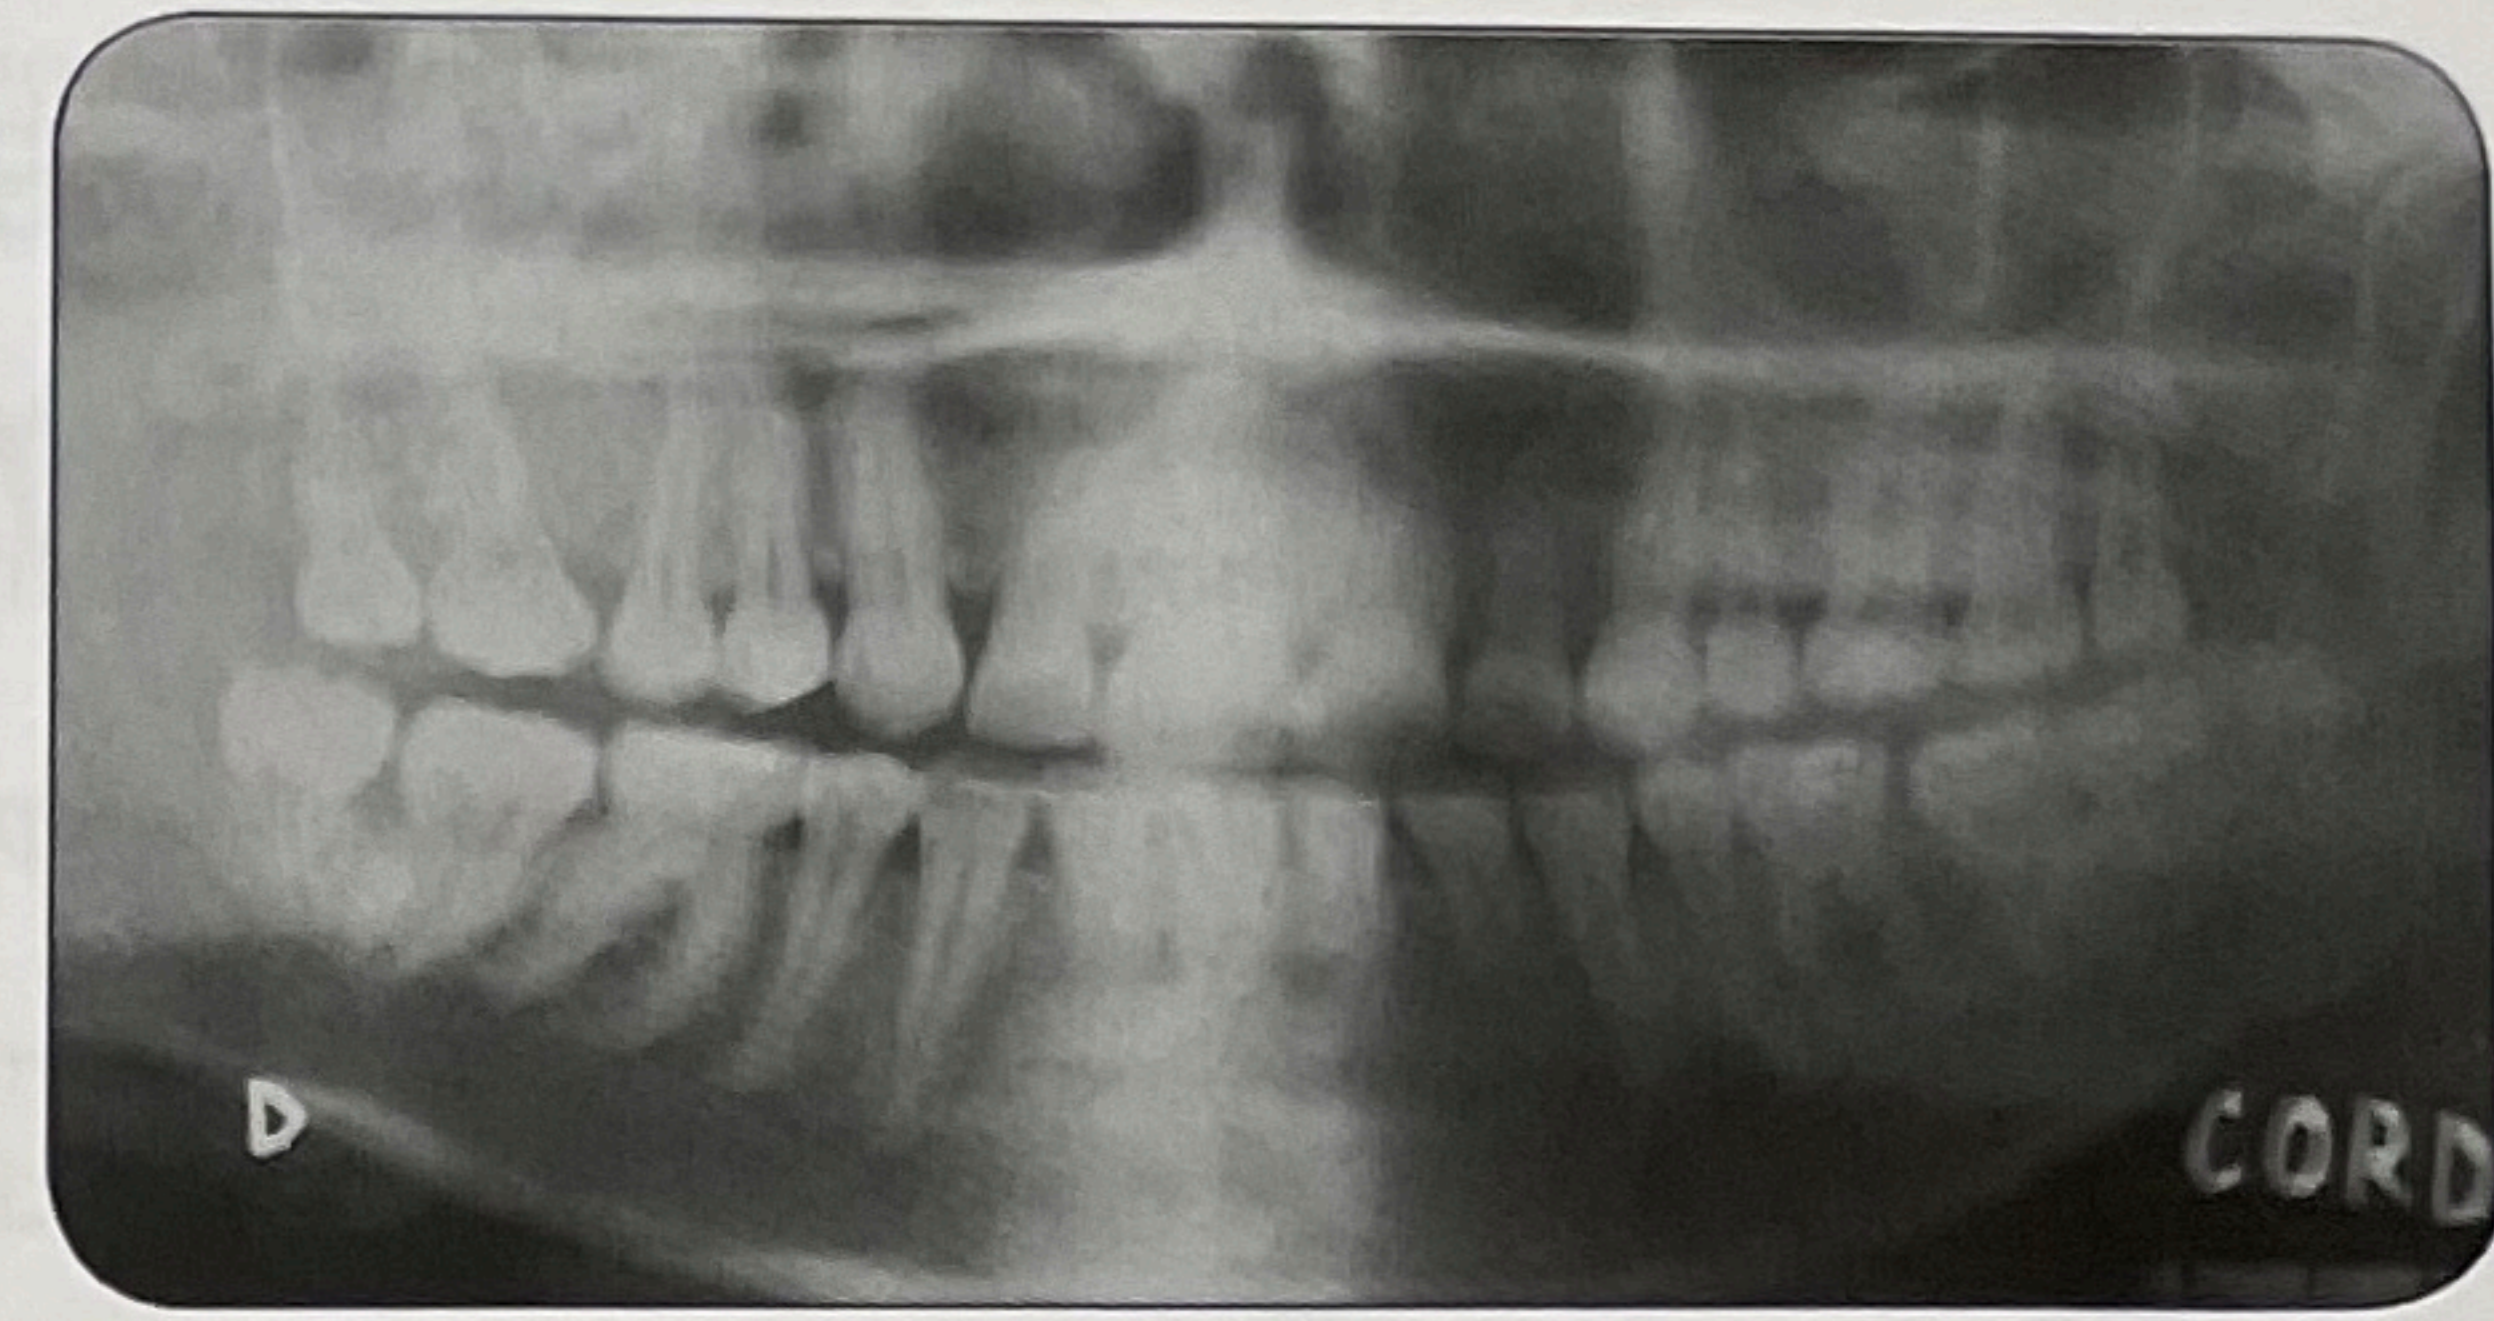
Radiografía panorámica final.
